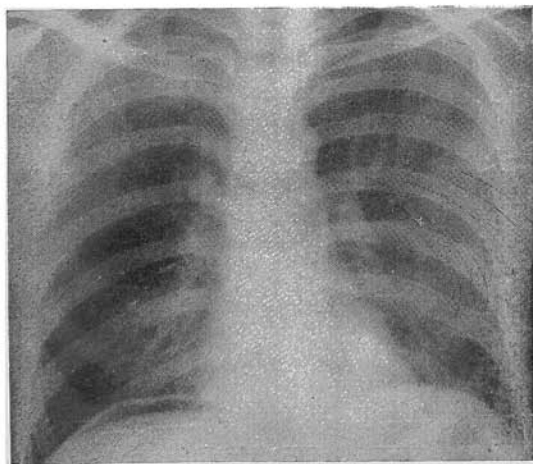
Úlcera duodenal perfurada. Pneumoperitônio. Radiografia em posição ortostática. O ar descola o fígado da cúpula diafragmática assumindo o aspecto de meia lua.
